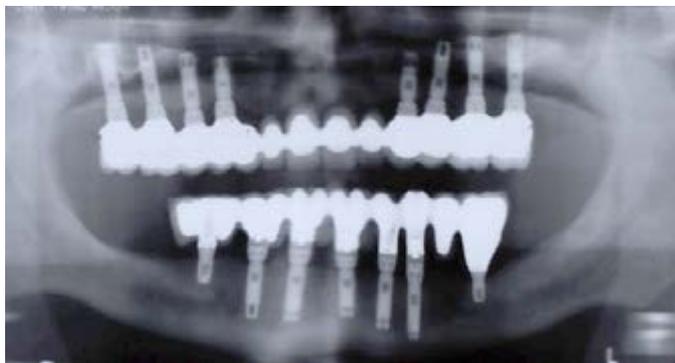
Outre l'ajout de 2 petits implants distaux permis par l'augmentation osseuse liée à la fonction (voir chapitre 4), la prothèse mandibulaire est refaite avec de la céramique en matériau cosmétique, permettant d'obtenir une excellente stabilité occlusale en intercuspidie. La radiographie de contrôle à 5 ans ne montre aucun problème.
